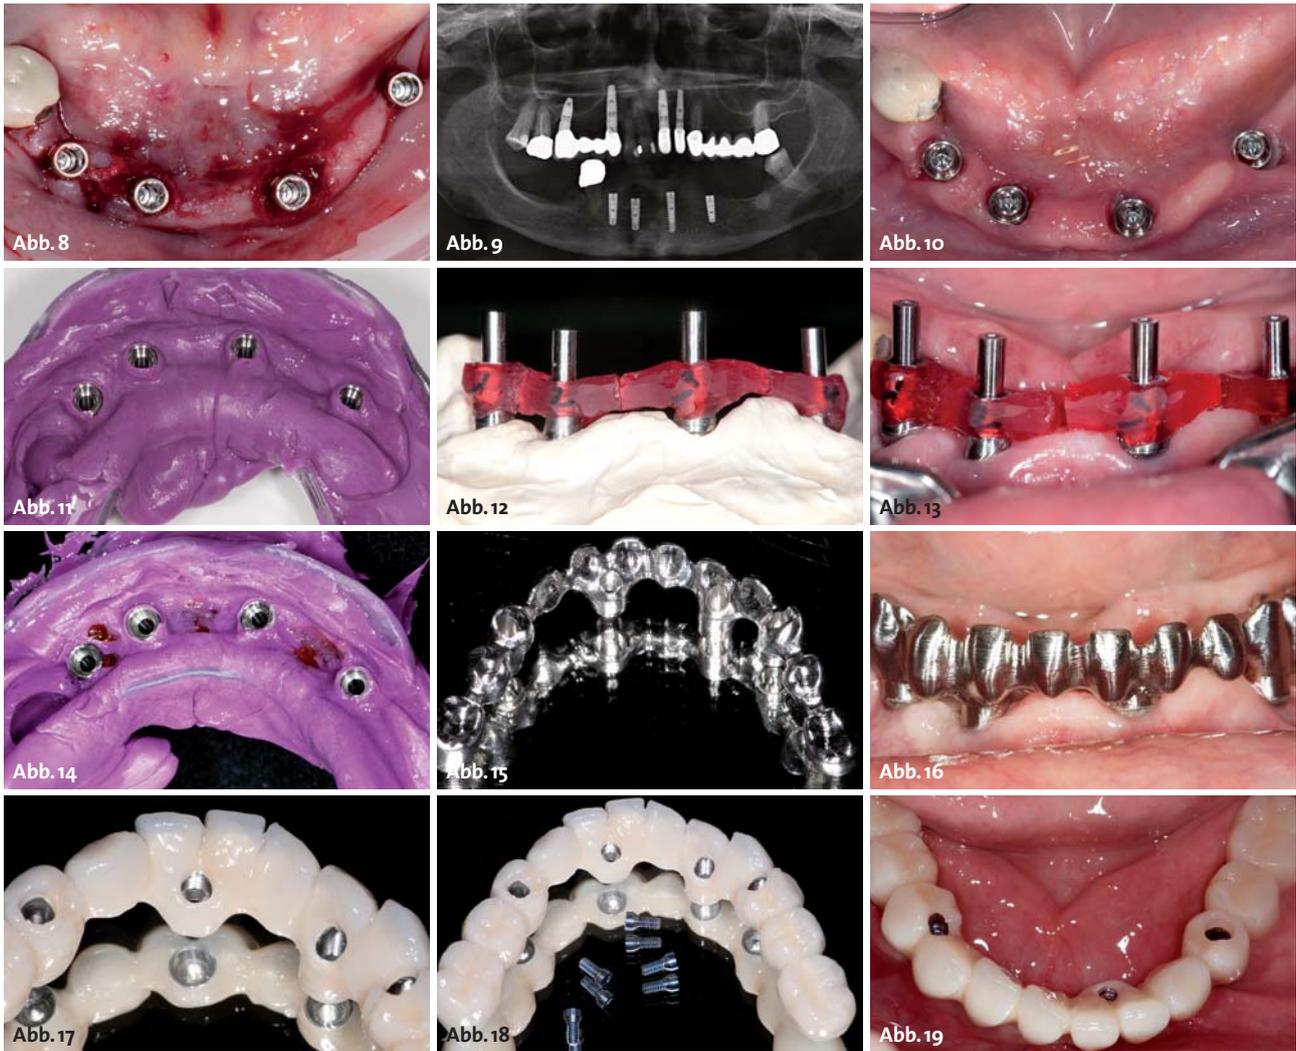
Die Implantate in situ. – Abb. 9: Röntgenkontrolle nach Insertion der Implantate. – Abb. 10: Montage der definitiven ANKYLOS® Balance Basis-aufbauten schmal für CAD/CAM-Prothetik. – Abb. 11: Abformung mit einem konfektionierten Abformlöffel. – Abb. 12: Verbinden der Retentionskappen mit Pattern Resin. – Abb. 13: Abformschlüssel vor der Verbindung im Mund. – Abb. 14: Überabformung mit Abformpfosten und Abformschlüssel. – Abb. 15: Das fertige CAD/CAM-Gerüst aus Kobalt-Chrom. – Abb. 16: Einprobe zur Kontrolle der Passgenauigkeit. – Abb. 17: Ovale Pontics im Bereich der Zwischenglieder für gute Reinigungsmöglichkeit. – Abb. 18: Die Brücke mit den Befestigungsschrauben. – Abb. 19: Die fertige Brücke in situ.
